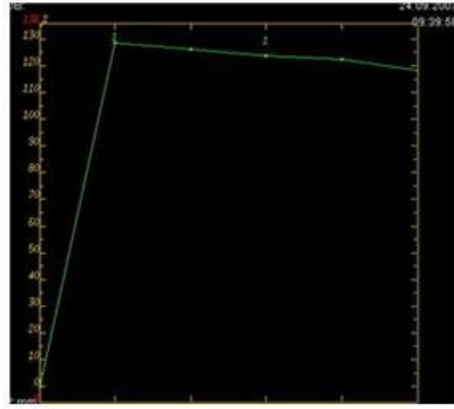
21 yaşında sağ memede ele gelen kitle nedeniyle başvuran ve aile öyküsü olan hastaya yapılan dinamik kontrastlı MRG’de; yağ baskılı kontrastlı T1 (a,b) ve yağ baskılı T2 (c) görüntülerde sağ meme alt dış kadranda sınırları belirsiz ve mikrolobüle konturlu, kontrastla yoğun ve heterojen sinyal artışı gösteren kitle lezyon saptanmış olup, tip3 boyanma patenti izlendiği görülmektedir (d). Yapılan biopsi sonucu patolojik tanı fibroadenom olarak gelmiştir.
